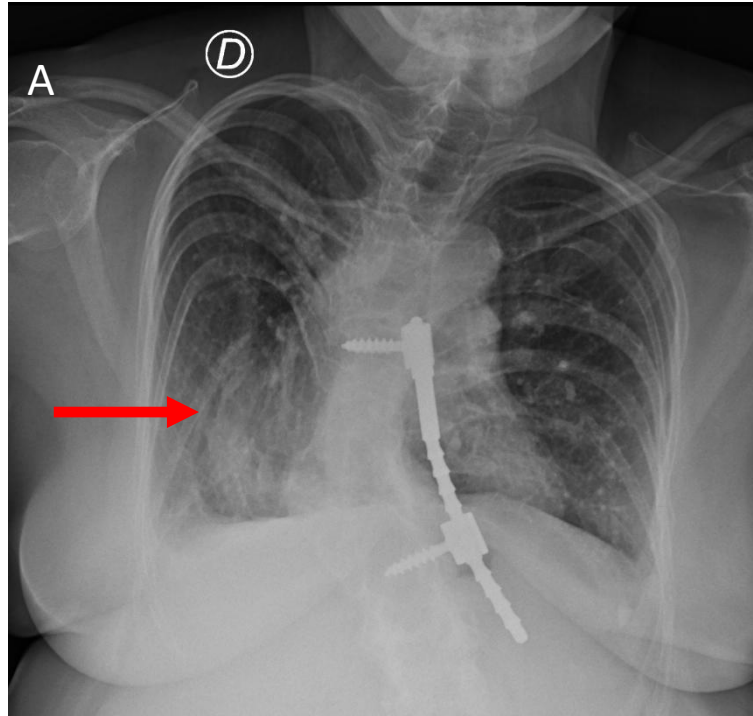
Síndrome de la cimitarra en una mujer de 48 años. Radiografía de tórax (A) y TC torácico con contraste endovenoso con ventana mediastínica (B) y pulmonar (C) que muestran un vaso engrosado curvilíneo (“cimitarra”) (flechas) en el pulmón derecho correspondiente a una vena pulmonar que desemboca en la vena cava inferior (no mostrada) correspondiente a un retorno venoso pulmonar anómalo. Además, la paciente presenta una escoliosis dorsolumbar.
